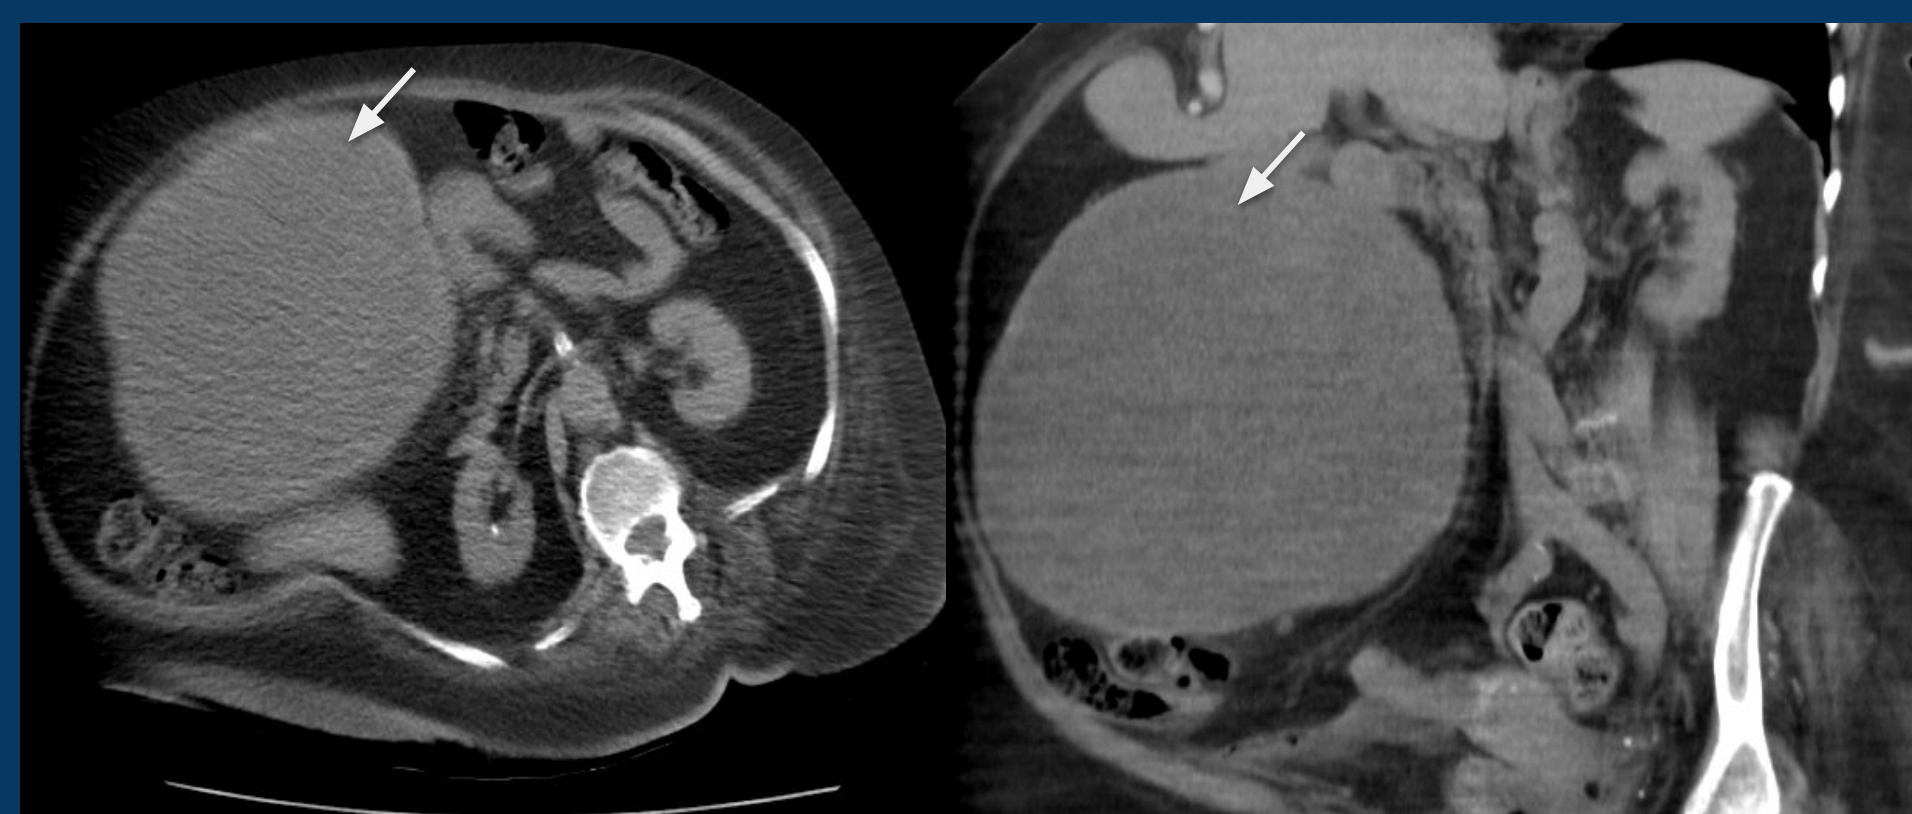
a y b. TC S/C EV axial y sagital. Voluminosa masa que emerge del antro pilórico (flechas).
